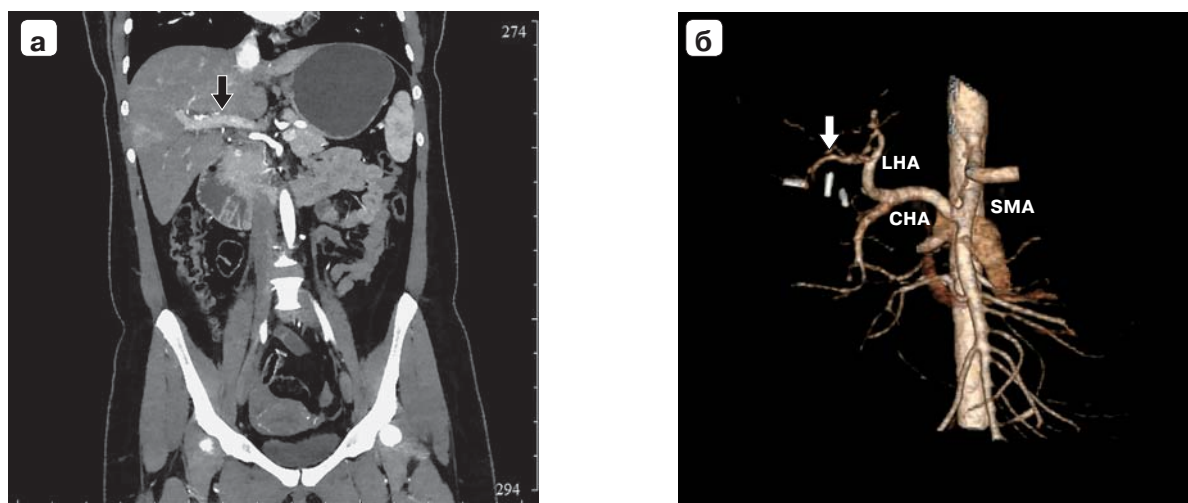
Клиническое наблюдение №5: а – компьютерная томограмма, в артериальную фазу печень неоднородная, ППА на 2 мм дистальнее устья перевязана, правая доля печени кровоснабжается из бассейна ЛПА по коллатералям (указаны стрелкой); б – компьютерная томограмма, 3D-реконструкция, вариантная анатомия артерий целиако-мезентериального бассейна (ЦМБ), общая печеночная артерия отходит от верхней брыжеечной артерии, клипсы в проекции ППА, выраженные коллатерали, кровоснабжающие правую долю печени (указаны стрелкой). SMA – верхняя брыжеечная артерия, CHA – общая печеночная артерия, LHA – левая печеночная артерия.
